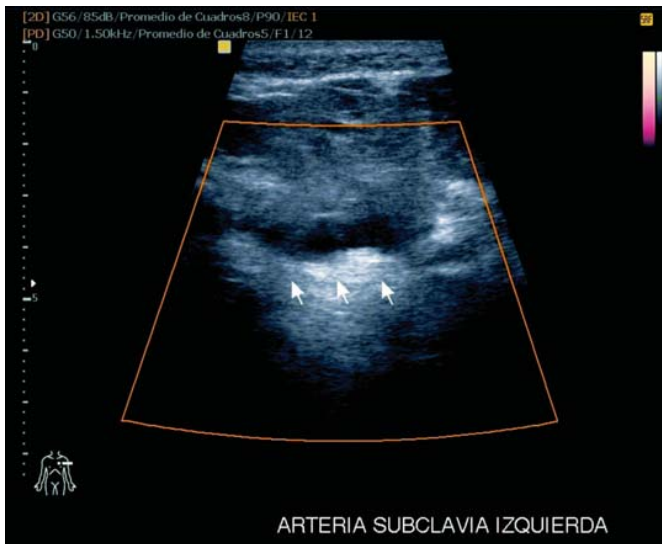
Doppler dúplex-color. Ausencia de flujo por subclaviana izquierda.
